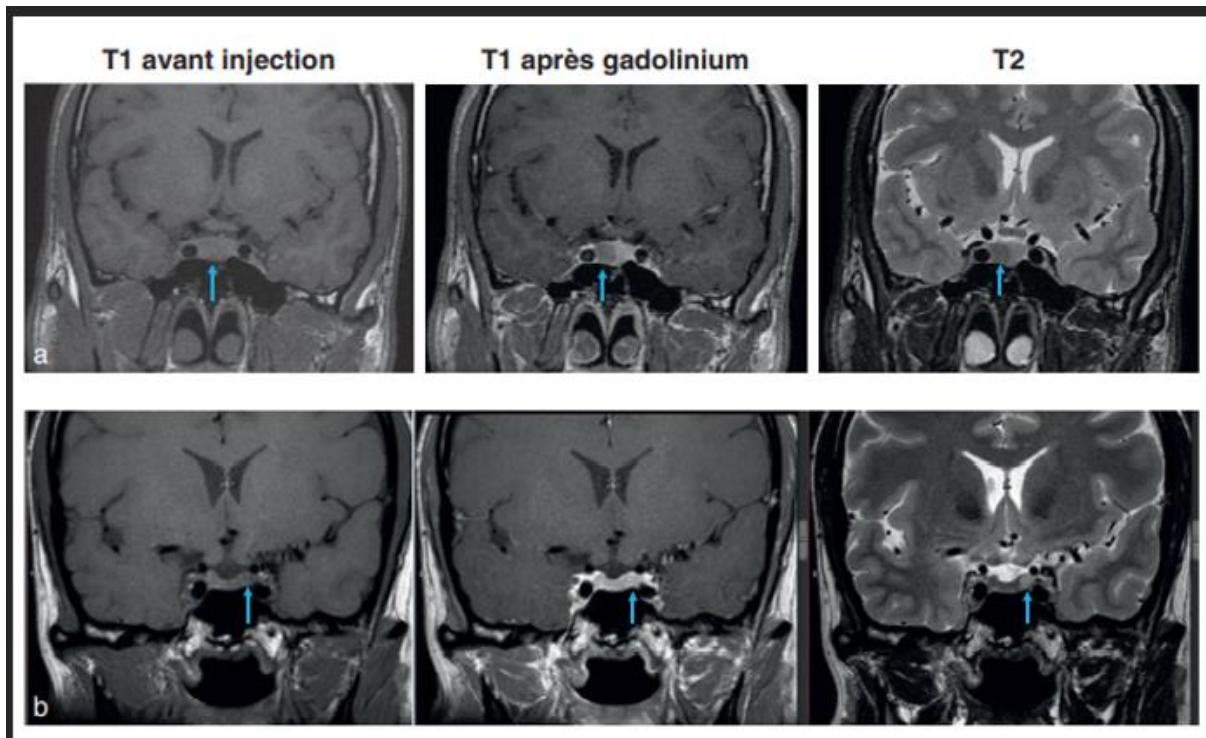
Microadenomes hypophysaires vus par IRM. Couecoronaleen T1 avant injection, T2 apres inection de gadolinium
